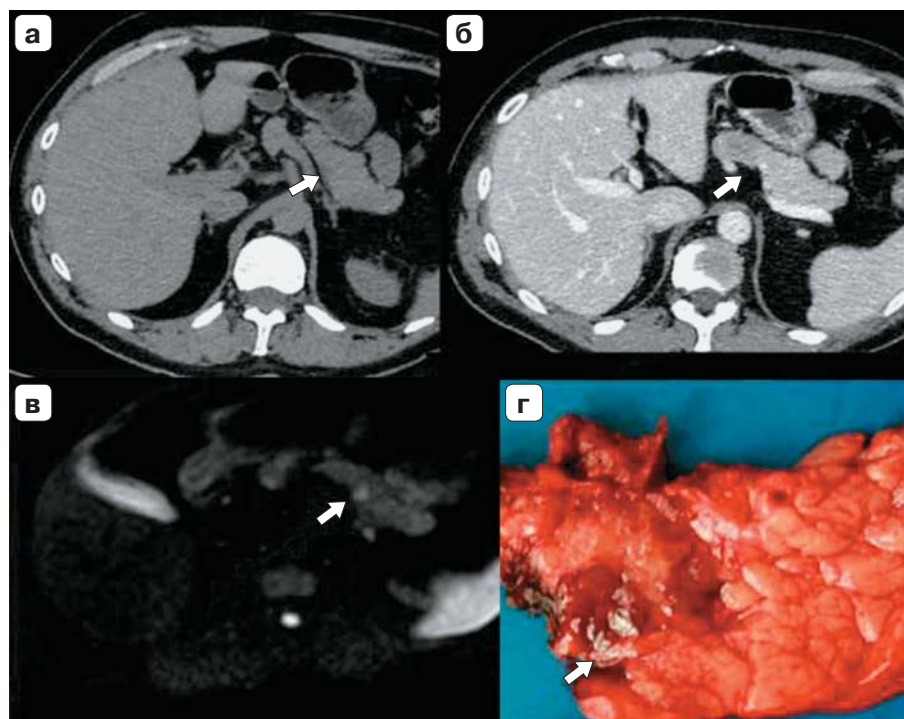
Высокодифференцированная инсулинома (1 митоз в 45 полях зрения, Gr1) тела ПЖ. Сравнение МСКТ и МРТ-ДВИ: а — компьютерная томограмма, без контрастного усиления опухоль не видна; б — компьютерная томограмма, в портально-венозную фазу контрастного усиления по заднему контуру тела ПЖ определяется зона, которую можно принять за срез сосуда; в — магнитно-резонансная томограмма, ДВИ с высоким b-фактором, сигнал от опухоли яркий, опухоль небольших размеров; г — макрофото.
